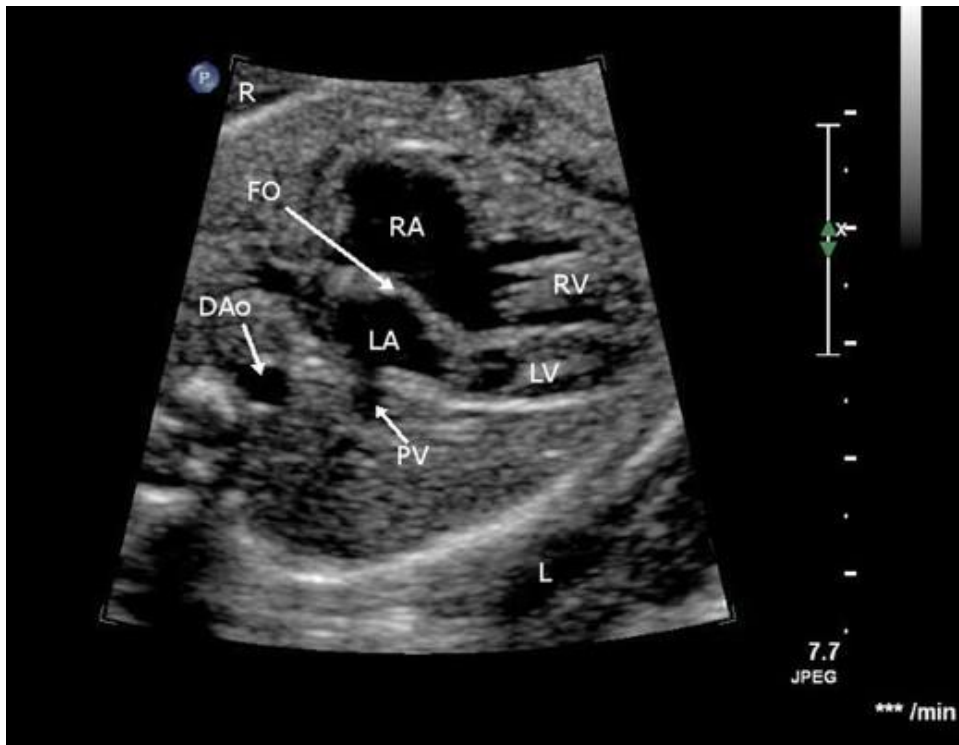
Fetale Echokardiographie bei HLH. FO = Foramen ovale, RA = rechter Vorhof, LA= linker Vorhof, RV = rechter Ventrikel, LV = linker Ventrikel DAo = Aorta descendens
